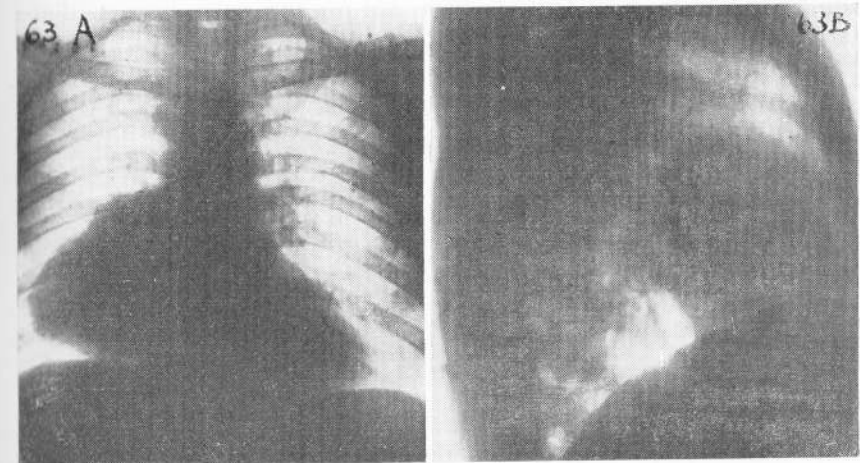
Reticulosarcoma* — Radiografías frente y lateral (la fig. 62 corresponde a este caso).
